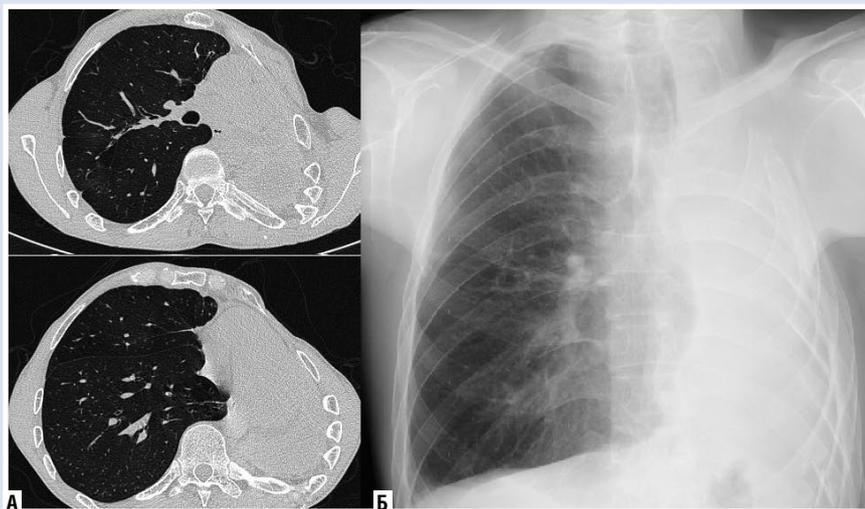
КТ (А — слева) и рентгенографическое (Б — справа) исследования после проведенного 2-ого этапа лечения через 3 месяца.
